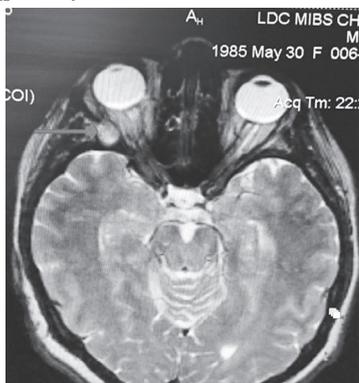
МРТ с контрастным усилением
